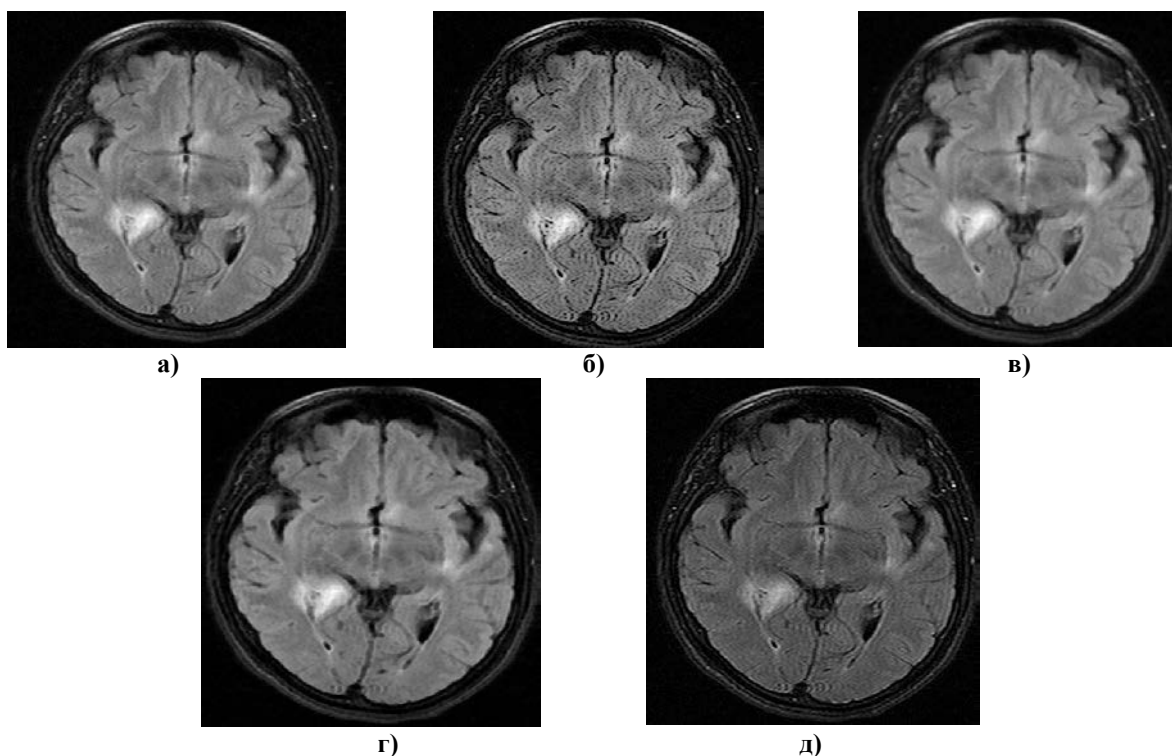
реализация фильтров для предварительной обработки изображения МРТ: а) оригинальное изображение б) фильтр Лапласа в) медианный фильтр г) порядковый фильтр д) фильтр Винера
